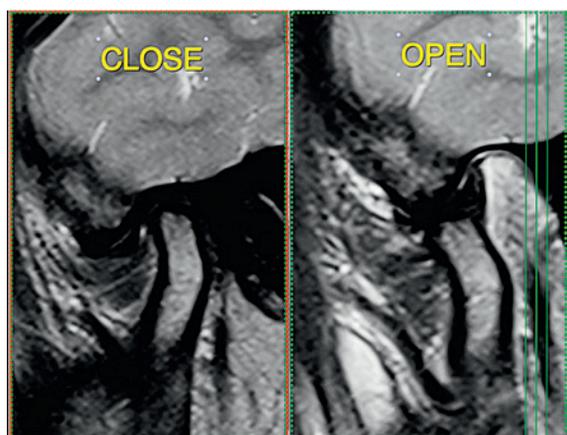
А. МРТ левого ВНЧС (MP-признаки дегенеративных изменений и уплощения суставных дисков. MP-признаки деформирующего остеоартроза ВНЧС 1 ст.)
